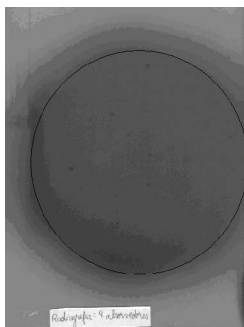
Radiografia simulada da região oclusal utilizando-se simulador com 4 placas de acrílico.
